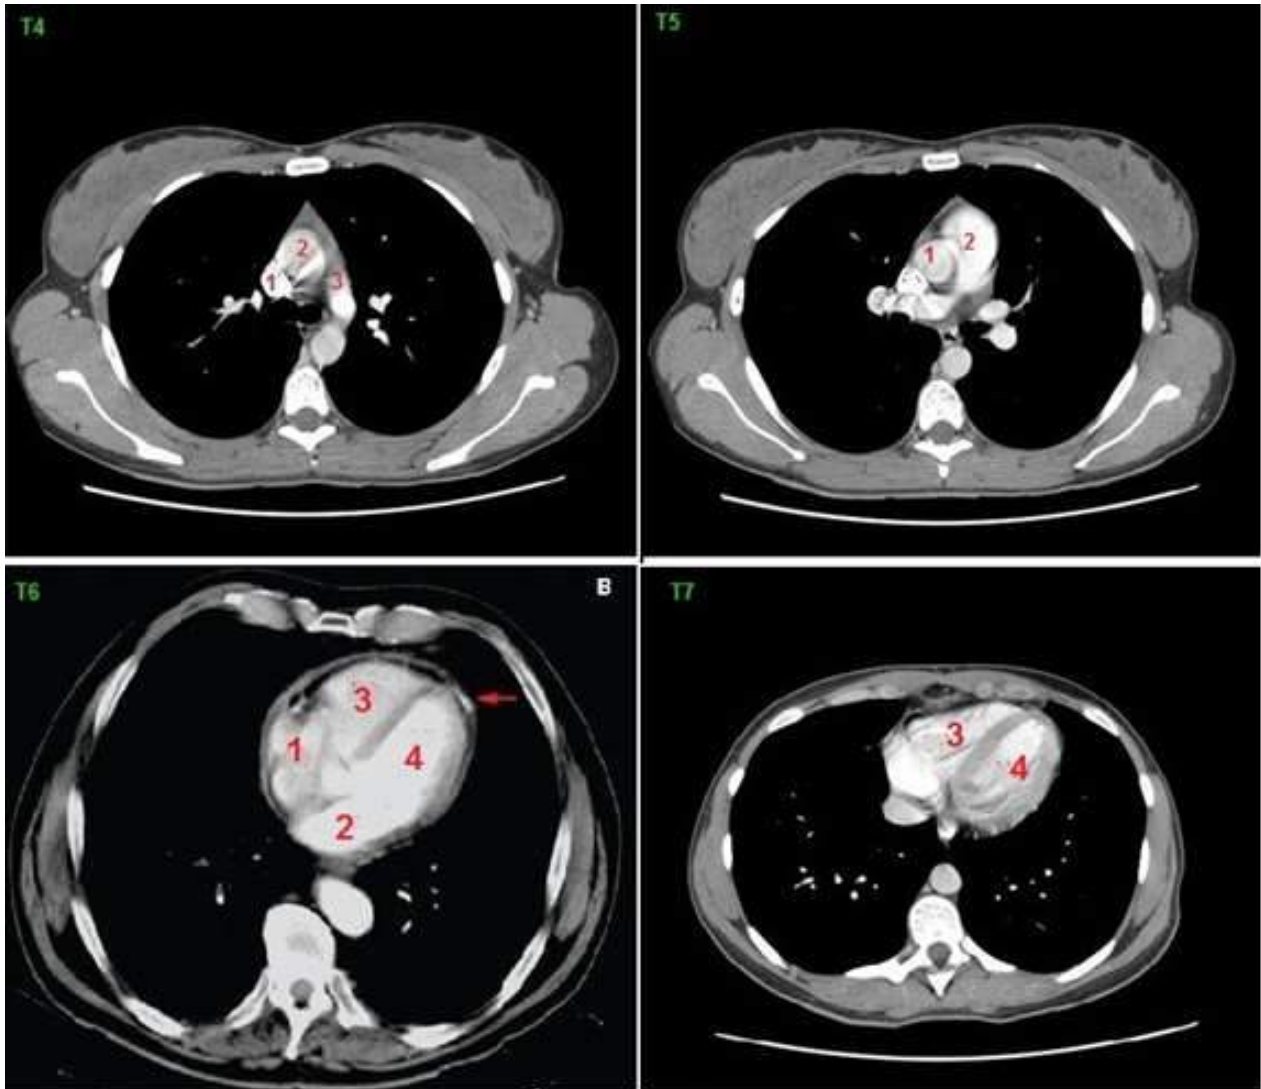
Serie de tomografías axiales computadas (TAC). La TAC que pasa por T4 corta los grandes vasos: vena cava superior (1); aorta (2); tronco pulmonar (3). En T5 la TAC corta la válvula aórtica (1) y el infundíbulo pulmonar (2). En T6 se pueden observar las cuatro cámaras: atrio derecho (1); atrio izquierdo (2); ventrículo derecho (3); ventrículo izquierdo (4). En T7 la TAC corta los ventrículos, observándose la punta del corazón
